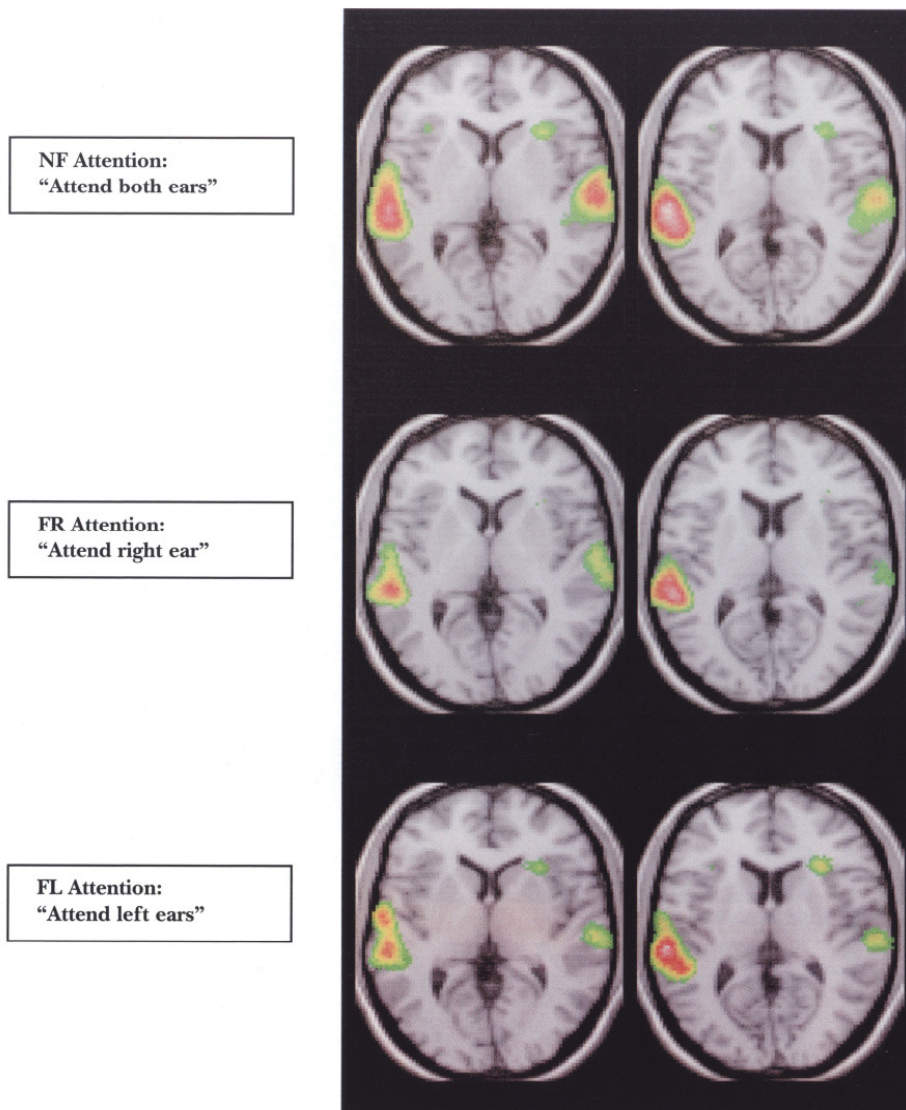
O-PET Aktivierung bei dichotischer Darbietung von CV-Silben unter drei unterschiedlichen Instruktionsbedingungen. (Aus Hugdahl, 2003, S. 313).
